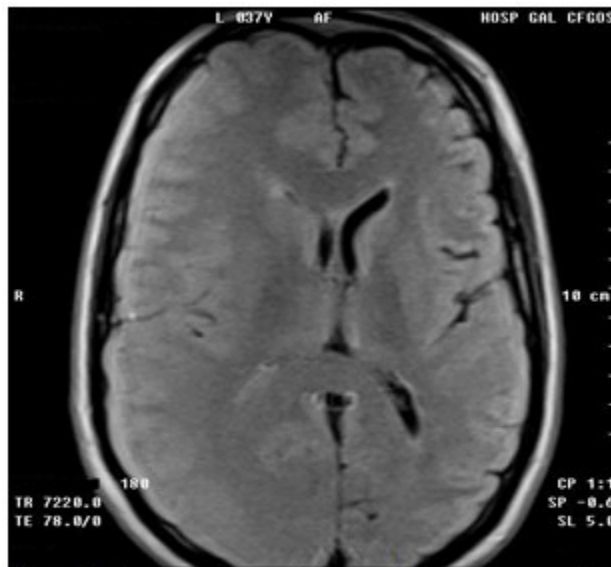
Resonancia magnética nuclear de cráneo, corte axial, secuencia FLAIR. Se observa asimetría ventricular, mayor tamaño del hemisferio cerebral derecho, córtex ancho y escasa interdigitación de la sustancia blanca en la sustancia gris, mayor a nivel parietotemporal derecho.
